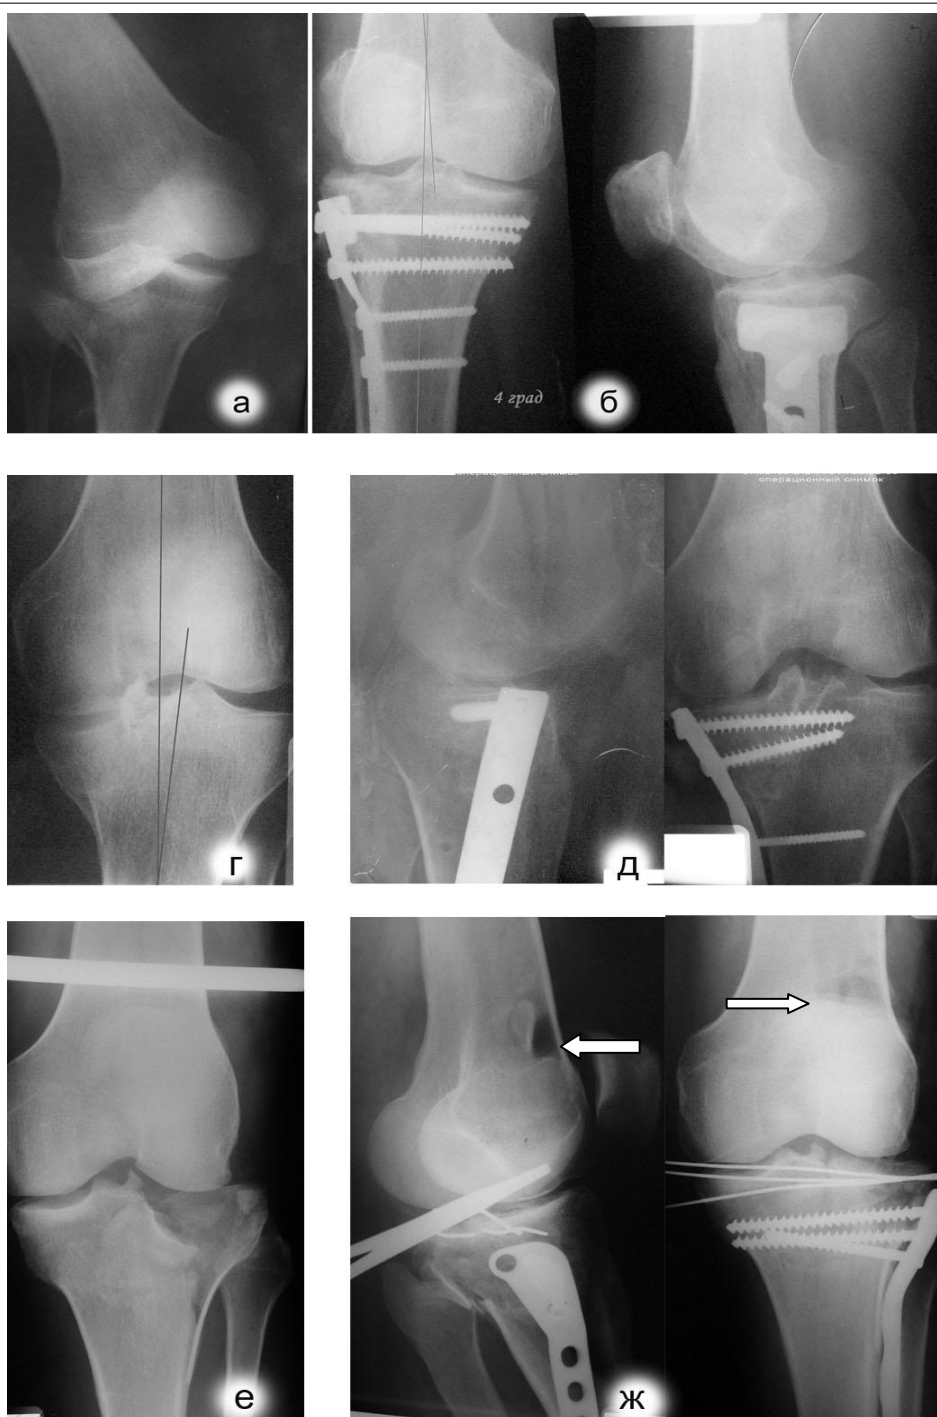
Рентгенограммы (слева - до операции): а, б) больной Т., 44 г., костный трансплантат взят при помощи цилиндрической фрезы из крыла подвздошной кости и введен в цилиндрический туннель; г, д) больного С., 17 л., костный трансплантат выпилен по зоне перелома и развернут на месте; е, ж) больного Д., 47 л., костный трансплантат выпилен в эпиметафизе бедренной кости (стрелка) и уложен в зону перелома
